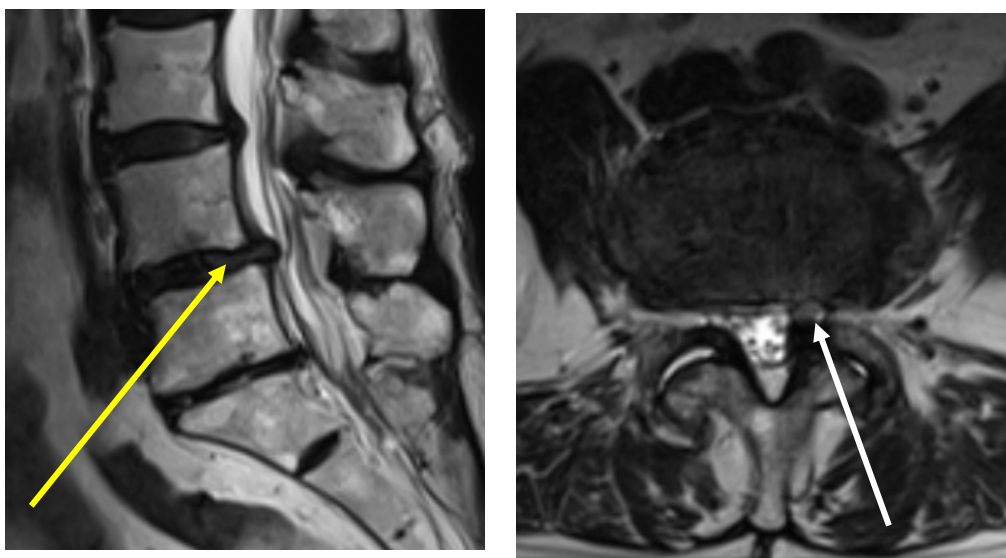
Investigația IRM vizualizează prezența spondilolistezisului degenerativ L4-L5 (săgeata galbenă), cu stenoză foraminală exprimată pe stânga (săgeata albă)
